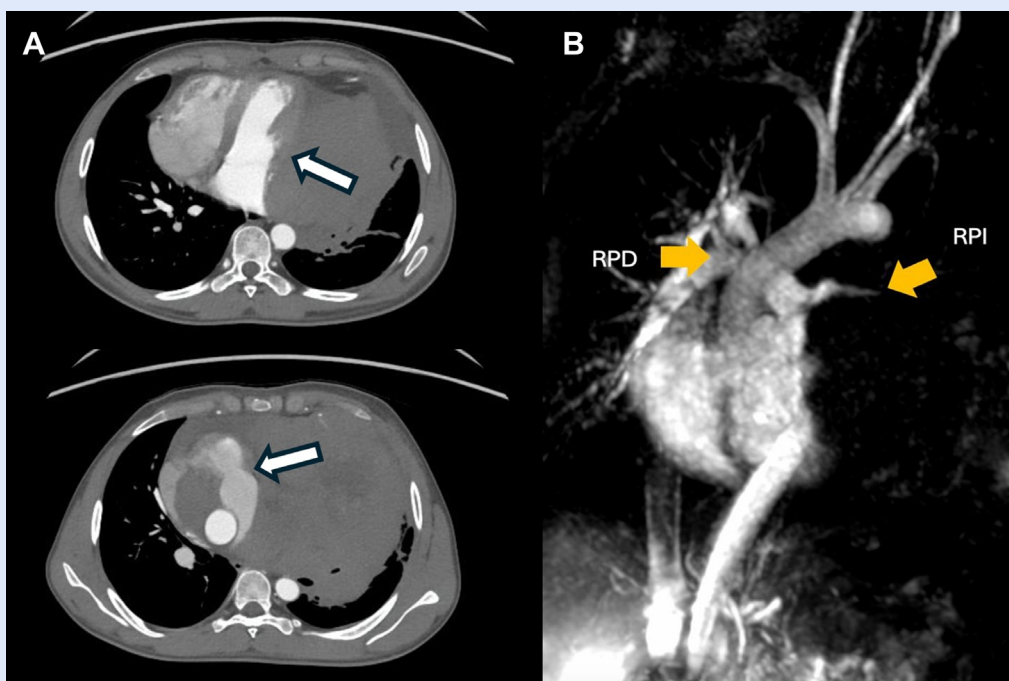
(A) Tomografía de tórax con contraste, en la imagen superior la flecha señala el efecto compresivo sobre las cavidades izquierdas y su desplazamiento contralateral; abajo, la flecha señala el estrechamiento de la arteria pulmonar principal que genera un efecto obstructivo con elevación de velocidades y gradientes en el ultrasonido. (B) Resonancia magnética de tórax que muestra el colapso de la rama pulmonar izquierda.
